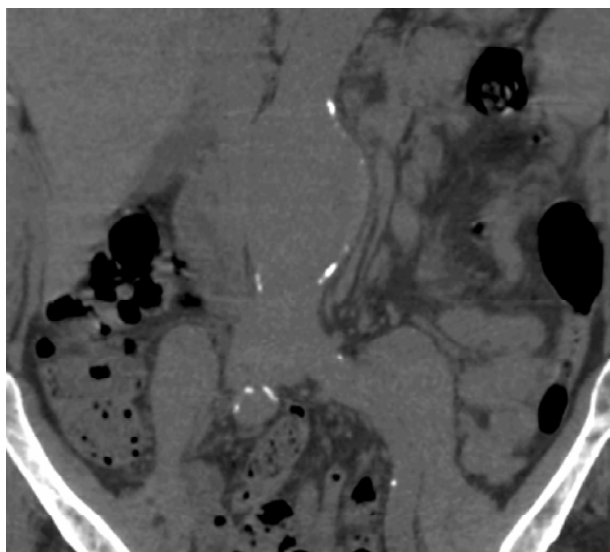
Tomografia computadorizada espiral - reconstrução da aorta abdominal e artérias ilíacas
